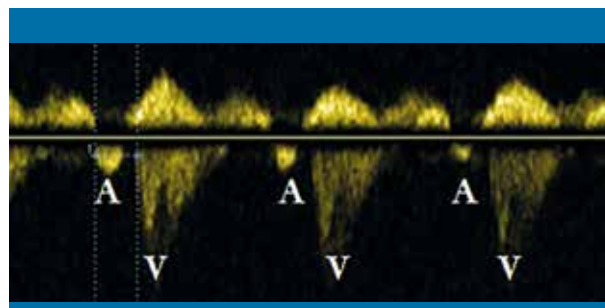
Registro Doppler (simultáneo de la vena cava superior y la aorta) de ritmo sinusal en el que cada contracción ventricular (V: flujo anterógrado en la aorta) es precedida de un flujo retrógrado en la vena cava superior ocasionado por la contracción auricular (A)
